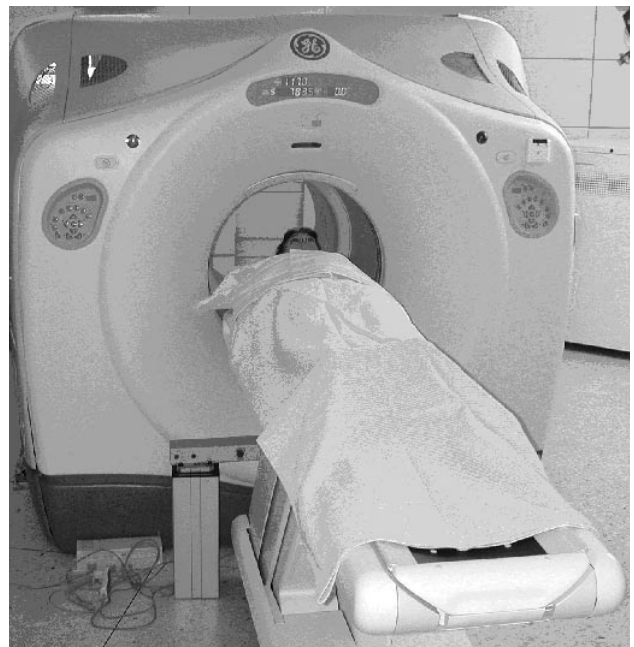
Kombinierte PET-CT Kamera
